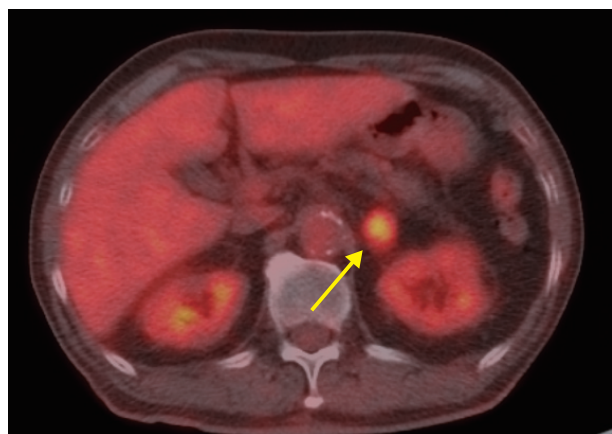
Four months after surgery, PET-CT shows an abnormal accumulation of SUV max 5.3 in the left adrenal gland.
